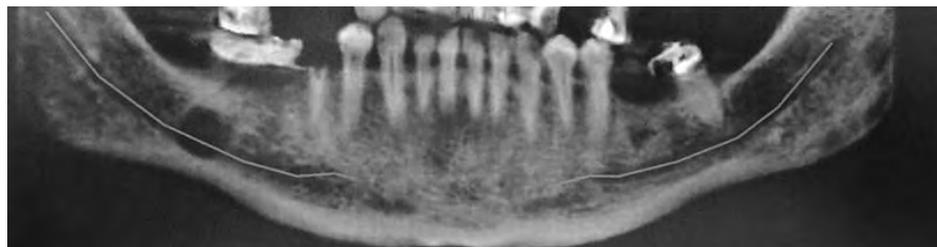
Tomografía pre operatoria. Se puede observar una lesión unilocular con relación al ápice de la pieza 47, conteniendo en su interior al nervio dentario inferior.
